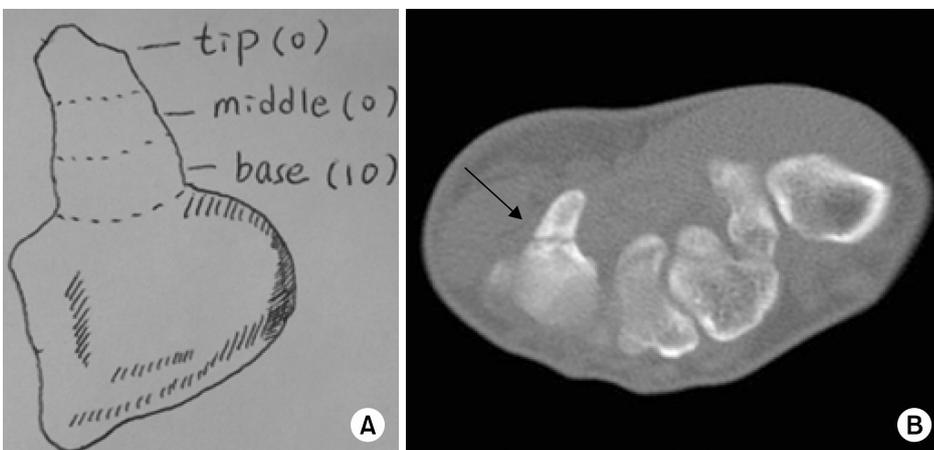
(A) Classification of hamate hook fractures. Number in parenthesis indicates number of patients. (B) Computed tomography-axial view shows non-union of a hamate hook fracture (arrow).
